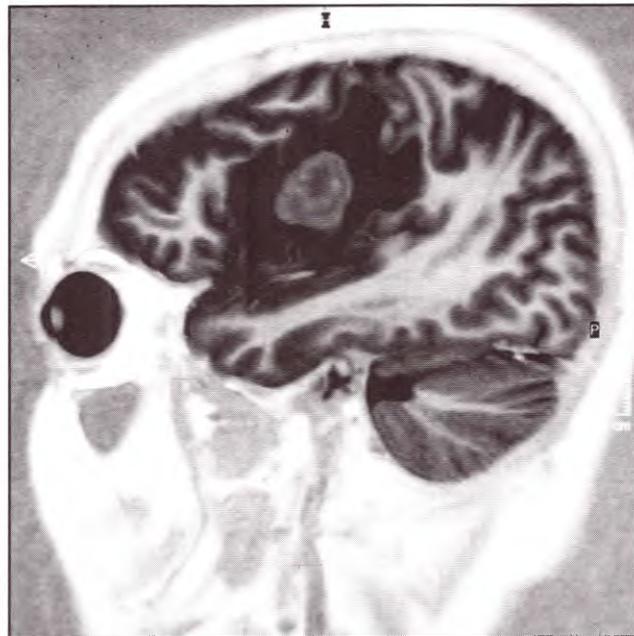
IRM que muestra una lesión isointensa (T1) frontal.
